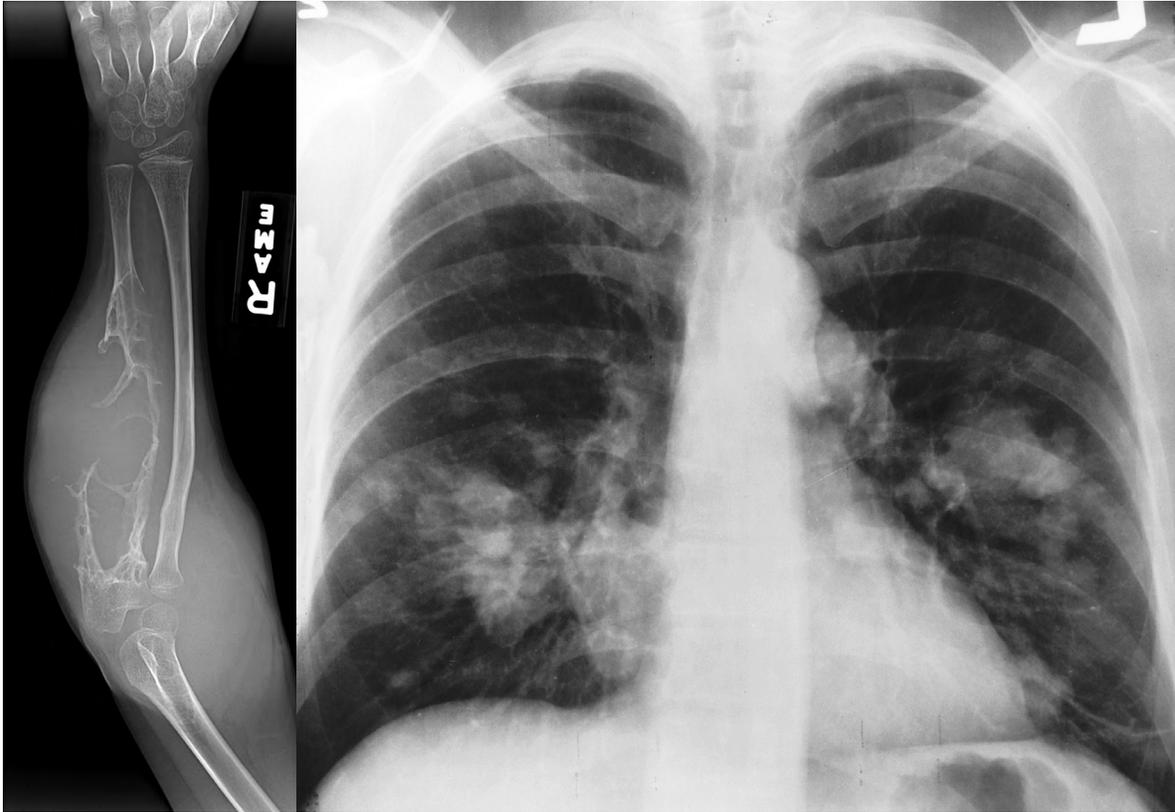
Radiografía convencional. a) La imagen muestra un tumor óseo en el cúbito. b) Radiografía de Tórax donde se muestran metástasis pulmonares.
